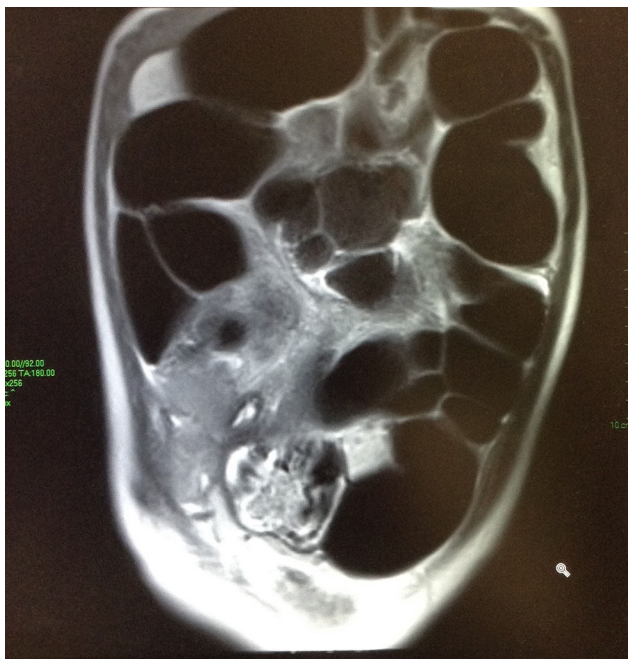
Resonancia magnética simple de abdomen: Dilatación en intestino delgado y grueso con abundante líquido y gas en su interior. Se observa gas hasta la zona del recto. Sin evidencia de colecciones líquidas extraluminales, ni datos de obstrucción mecánica.
